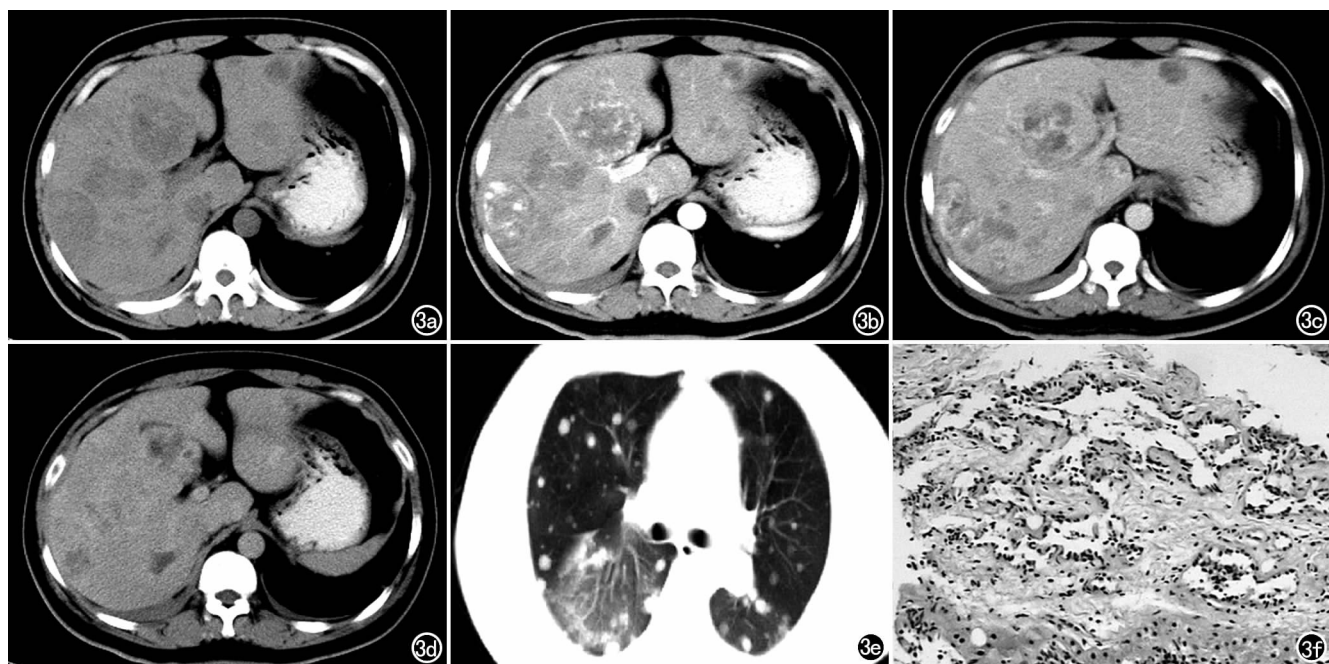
肝内多发血管肉瘤。a) CT平扫示肝内散在多发大小不等低密度灶,部分病灶内有更低密度区;b)动脉期示部分病灶周边小结节状强化,部分呈中心斑片状强化;c)门脉期示病灶内强化范围扩大并逐渐融合;d)门脉期示部分病灶完全充填,与肝实质相比呈等密度,部分中心坏死区无明显强化;e)肺窗图像示肺内可见多发转移灶;f)镜下示肿瘤样血管内皮细胞沿肝索浸润,形成血窦样结构并相互吻合($\times 200$, HE)。
